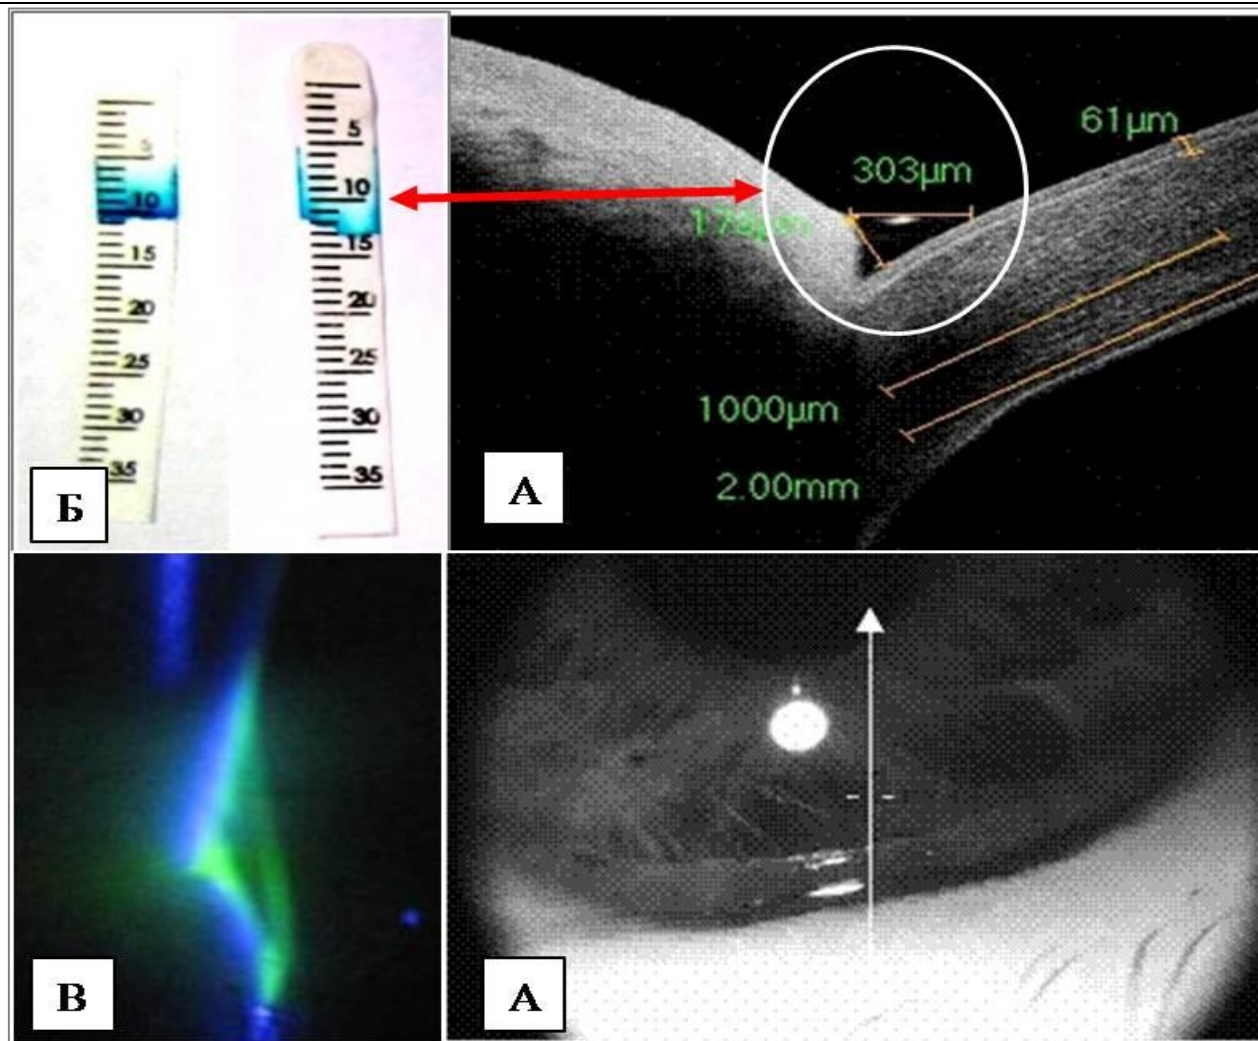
Оценка состояния водного компонента слёзной плёнки: А – оптическая когерентная томография, высота нижнего слёзного мениска в условиях нормы – 300 мкм, что соотносится с нормальными значениями теста Ширмера-1 (15 мм за 5 минут); Б – тест Ширмера-1 – справа суммарная слёзопродукция в норме (15 мм за 5 минут), слева – уменьшение суммарной слёзопродукции (10 мм за 5 минут); В – оценка индекса нижнего слёзного мениска по Бржескому В.В. и соавт. (2006), авторский способ фото-видеорегистрации состояния глазной поверхности (состояние нормы: высота нижнего слёзного мениска относится к его ширине, как 2:1)
